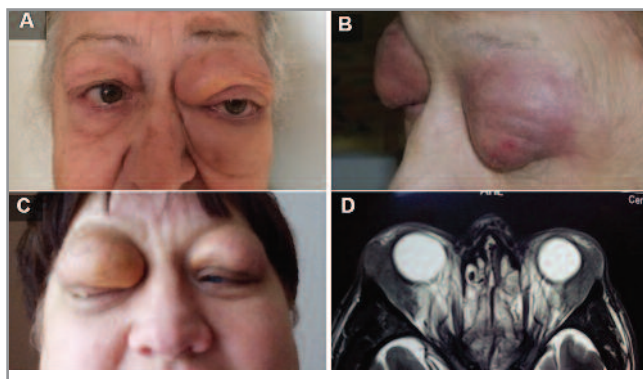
Поражения орбит при IgG4-СОЗ. А – внешний вид пациентки с односторонним поражением органов левой орбиты; В – внешний вид пациентки с выраженным склерозирующим поражением кожи верхних век; С – внешний вид пациентки с двусторонним поражением орбит; D – МРТ орбит пациента с двусторонним дакриoadени- том, определяется массивное гиподенное образование – увеличенные слезные железы с инфильтрацией мягких тканей век.
